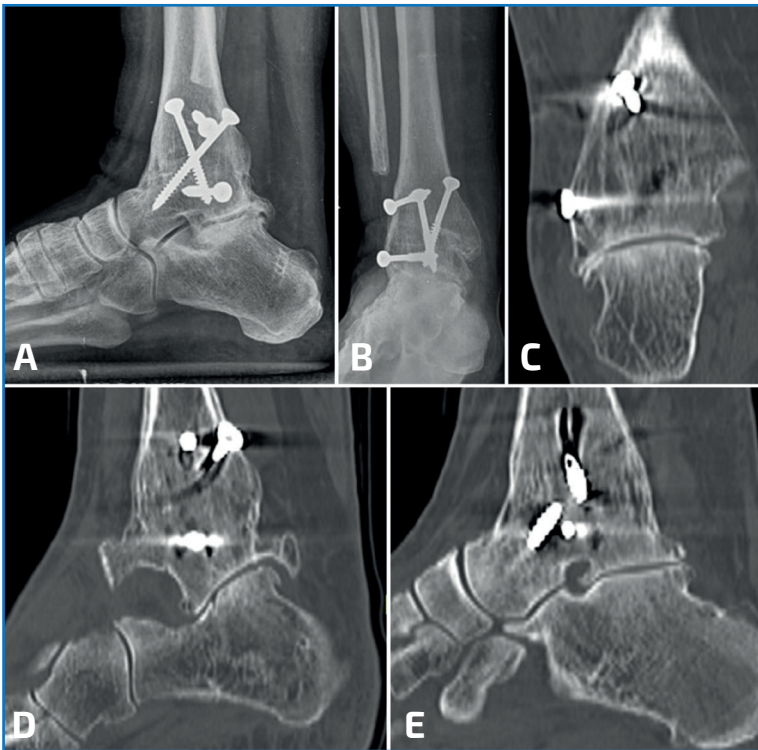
Mujer de 65 años con artrodesis tibiotalar por artrosis postraumática. Radiografía de tobillo en carga anteroposterior (A), lateral (B) y reconstrucciones coronal (C) y sagitales de TC (D-E) a los 20 años de la cirugía. Fusión ósea completa tibiotalar. La articulación subastragalina se mantuvo hasta los 20 años tras la cirugía, desarrollando moderada artrosis que requirió artrodesis subastragalina.
